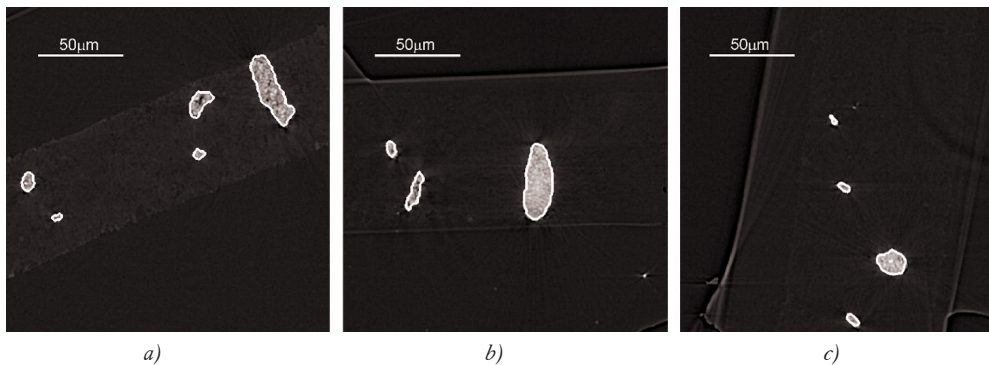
Tomographic slices of Sample A9 (a), Sample A12 (b), Sample A14 (c). White outlines represents vessel cross-sections
